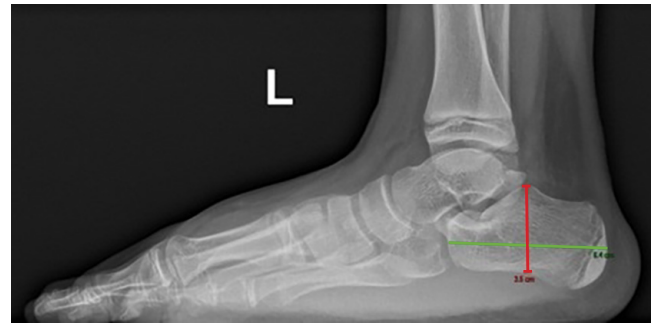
Radiografía lateral de pie izquierdo. Se observa elongación del calcáneo y aumento de las dimensiones del retropié, con mediciones de 6.4 cm de longitud y 3.5 cm de altura.
